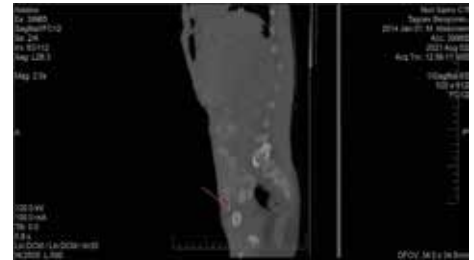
Preoperative CT scan of the abdomen, small pelvis and scrotum in child X., 8 years, axial section. The ectopic testicle is marked with an arrow
